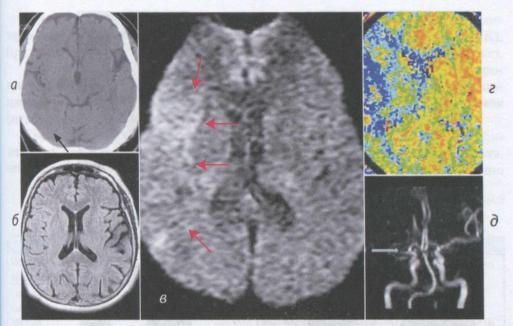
У больного ишемическим инсультом в бассейне правой средней мозговой артерии через один час после заболевания отсутствуют изменения при стандартной КТ (a), МРТ (b), но выявляются (выделены стрелками) при диффузионно-взвешенной (b) и перфузионно-взвешенной (c) МРТ; при MP-ангиографии (c) обнаруживается окклюзия ветви средней мозговой артерии (c) (выделена стрелкой)
